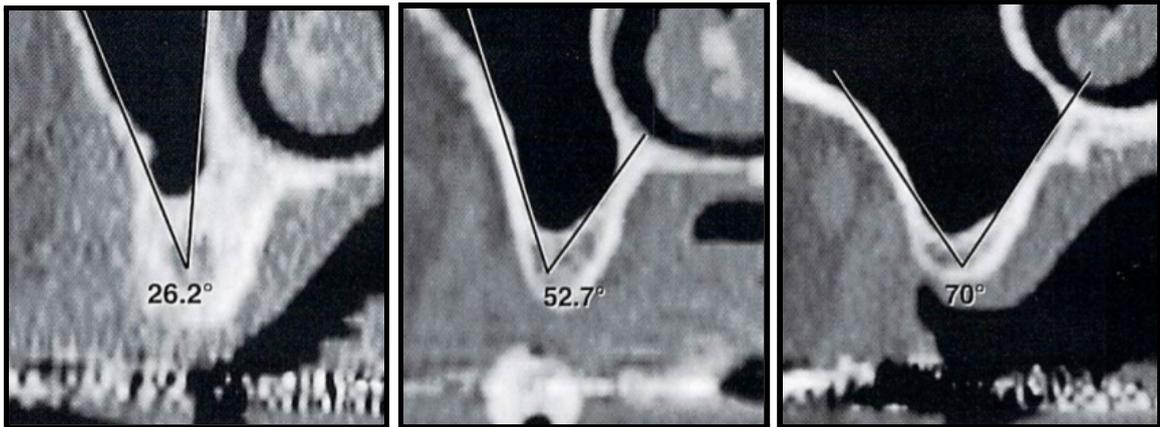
Coupes frontales d'un CBCT montrant différentes valeurs de l'angle A
